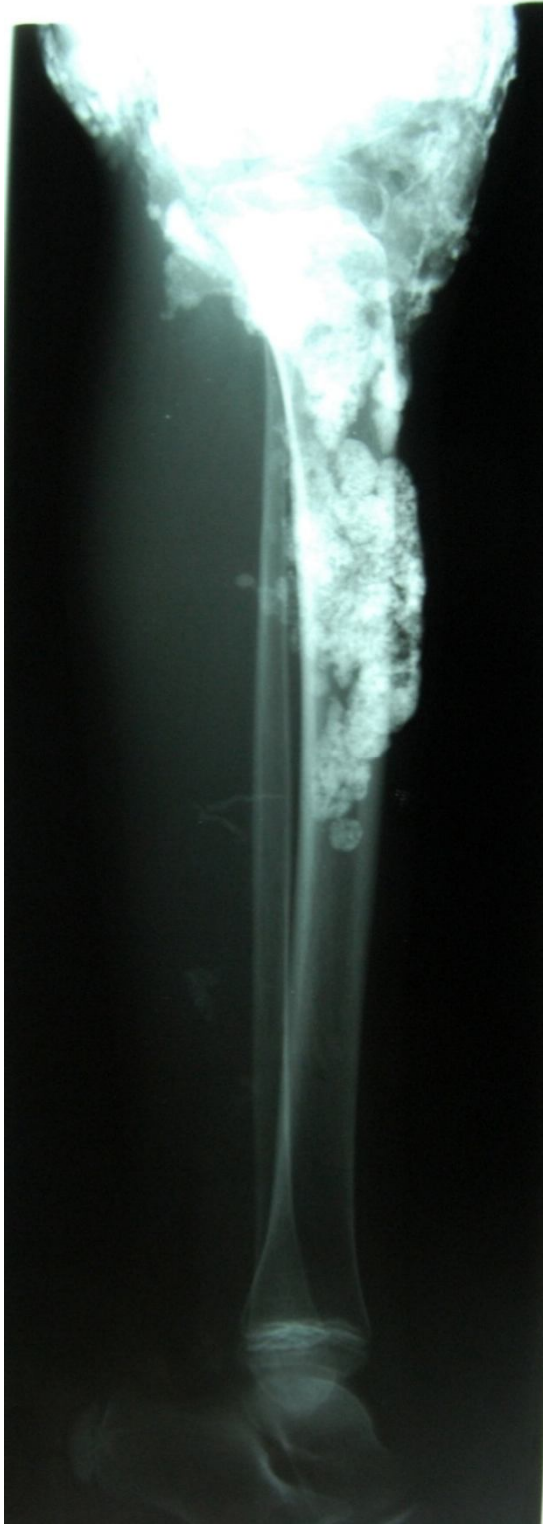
radiographie du coude gauche de profil : trainées calcaires s'étendant à l'avant bras et au bras
